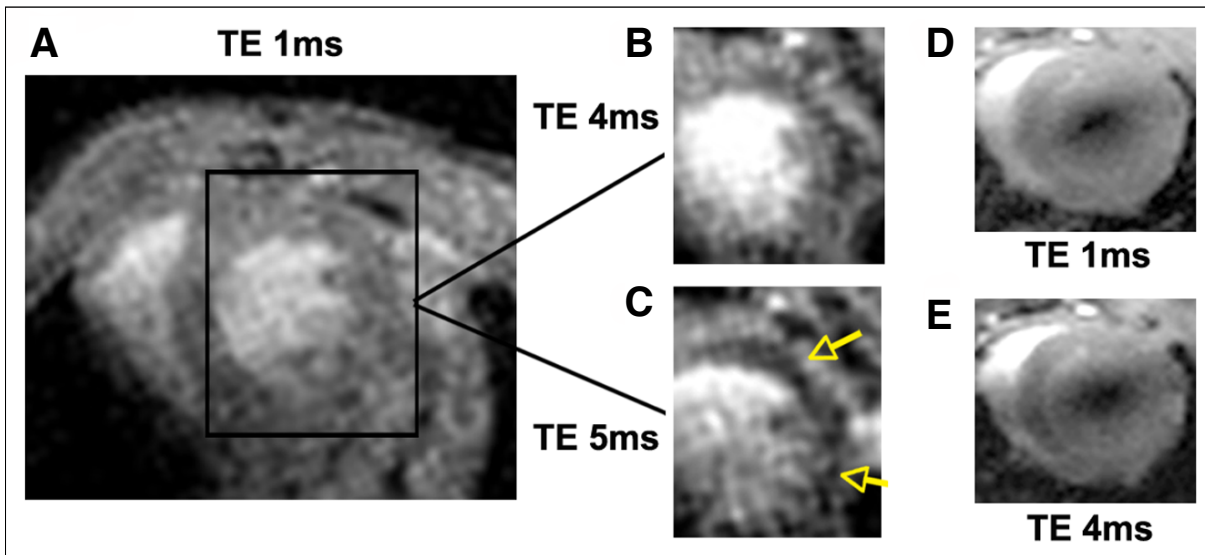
MRT-Aufnahmen des Myokards von Mäusen mit Ischämie-Reperfusion [30]. Messung der Signalintensität drei Stunden nach Applikation von AnxA5-VSOP bei unterschiedlichen Echozeiten: TE = 1 ms (A), TE = 4 ms (B) und TE = 5 ms (C). Signalauslöschung durch Partikelanreicherungen am geschädigten Herzmuskelgewebe (B), besonders deutliche Signaländerungen durch Pfeile gekennzeichnet (C). Bei Kontrollmessungen von reperfundierten Mäuseherzen ohne Applikation von Partikeln bei unterschiedlichen Echozeiten (TE = 1 ms (D), TE = (E)) konnten keine Signalveränderungen aufgezeigt werden.
